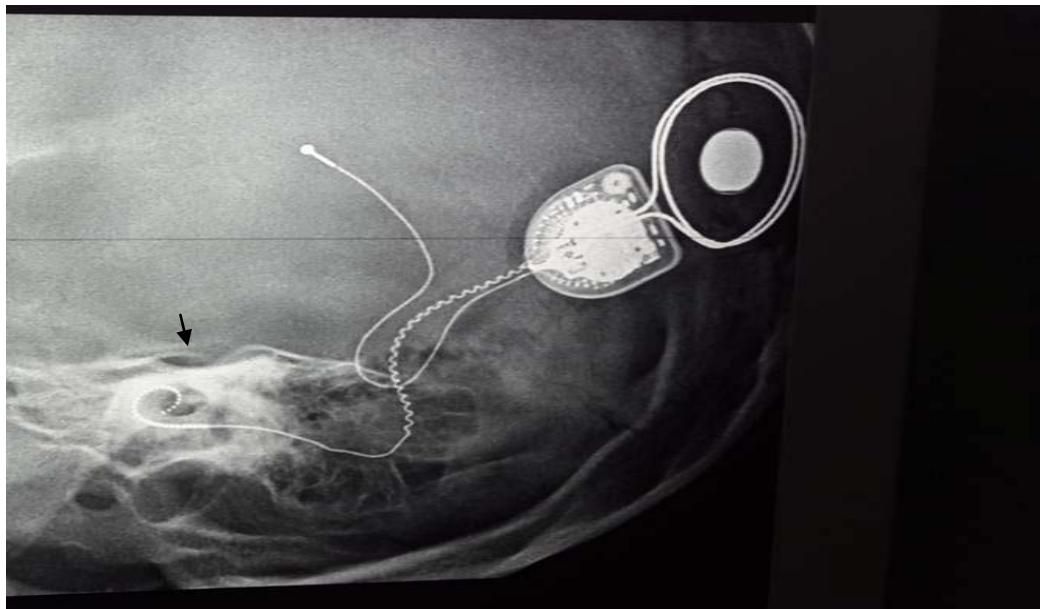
radiographie en incidence de stenvers montrant le port d'électrodes enroulés dans la cochlée
